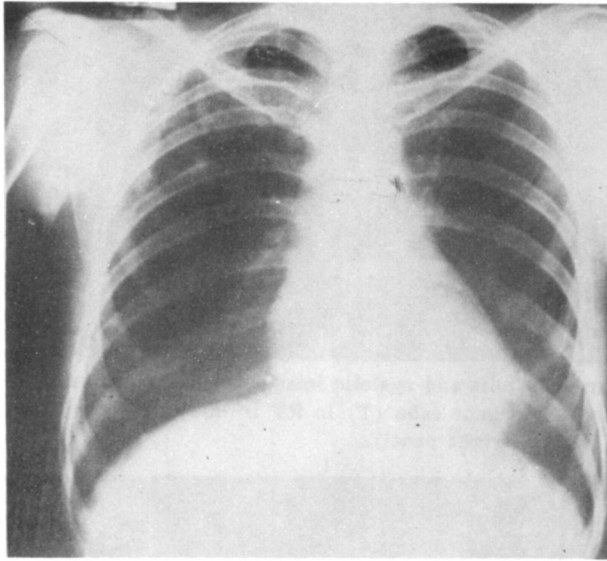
Chest P-A X-ray revealed non-specific cardiac shadow with decreased pulmonary vascular markings.
